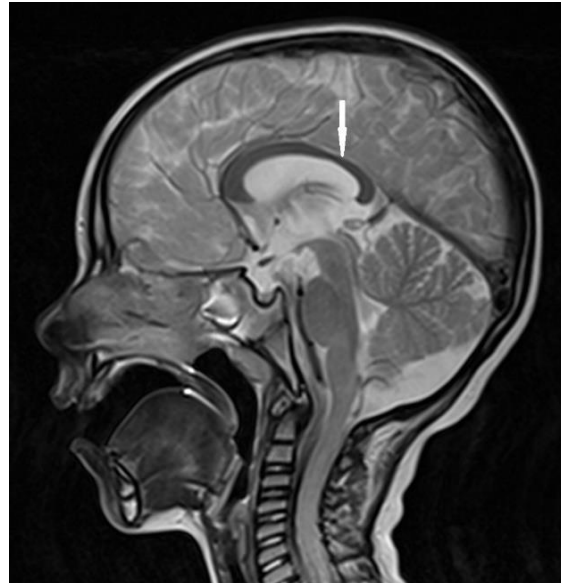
Пациент Л., 4 года (ИБ №11867 2016 г.). Клинический диагноз: ДЦП, симптоматическая эпилепсия. МРТ демонстрирует: Кистозно-атрофические
